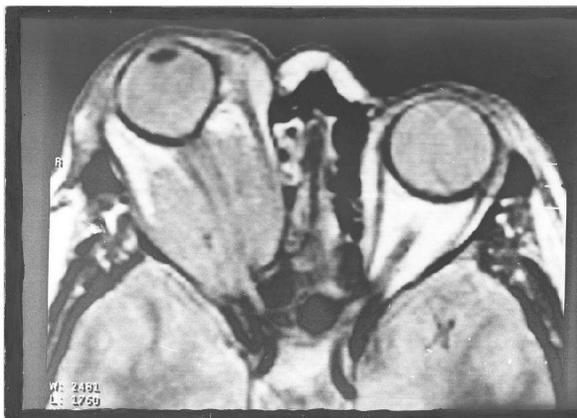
Esta imagen de resonancia magnética nuclear muestra la deformidad del ojo derecho y la existencia de un tumor de mayor densidad que la grasa que envuelve al nervio óptico.
